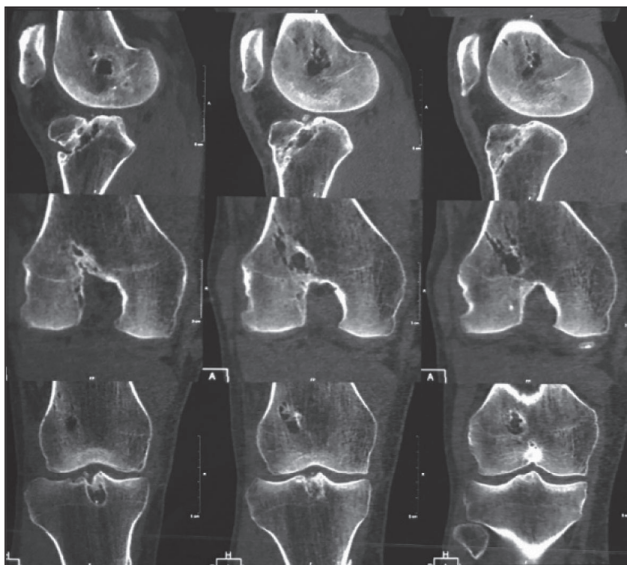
Preoperative CT-scans.
